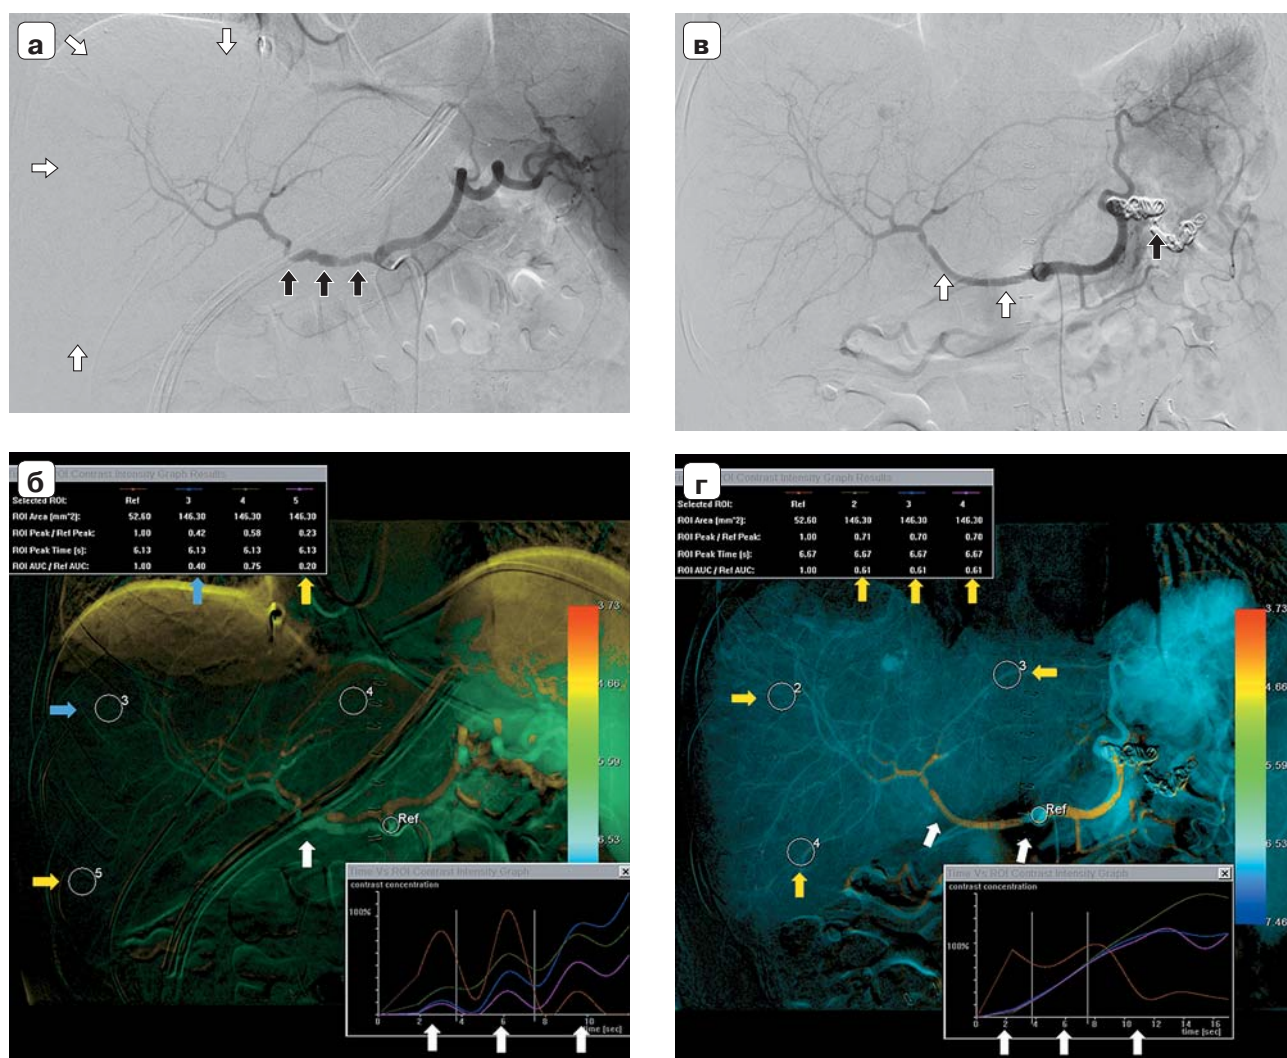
Клиническое наблюдение реципиента 50 лет (№4, см. таблицу). После завершения артериальной реконструкции и запуска кровотока выявлена субинтимальная диссекция. Объемная скорость кровотока (ОСК) уменьшена до 40 мл/мин. Выполнена ревизия артерии, перевязка желудочно-двенадцатиперстной артерии. ОСК увеличилась до 130 мл/мин. При УЗИ на следующие сутки печеночная артерия отчетливо не видна. Результаты обследования: а – целиакограмма через сутки после ОТП, видны многоуровневые гемодинамически значимые стенозы печеночной артерии (указаны черными стрелками), обеднение артериальной архитектоники трансплантата на сегментарном уровне (указано белыми стрелками); б – перфузионное исследование, подтверждено гемодинамически значимое сужение, субинтимальная диссекция и турбулентный кровоток в зоне анастомоза (указана белыми стрелками), выявлено значимое уменьшение перфузионного показателя в S_{vi} (указан желтыми стрелками) и S_{vii} (указан желтыми стрелками); в – контрольная целиакограмма, после стентирования зоны субинтимальной диссекции печеночной артерии (указана белыми стрелками) и эмболизации ствола селезеночной артерии (указана черной стрелкой) отмечено восстановление артериальной архитектоники во всех сегментах печени; г – перфузионное исследование после коррекции артериального кровоснабжения, гемодинамически значимых сужений, турбулентного кровотока нет (указано белыми стрелками), выравнивание перфузионного показателя в обеих долях печени (указано желтыми стрелками).
